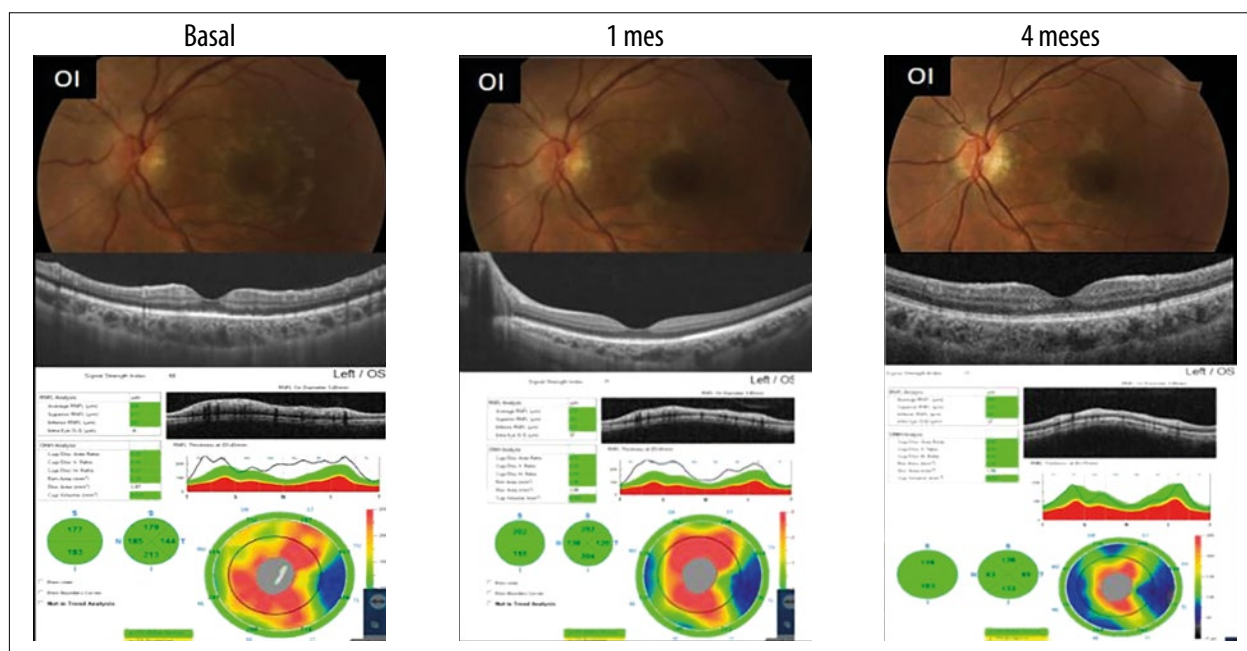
Aspecto del fondo del ojo izquierdo registrado mediante retinografía color y tomografía de coherencia óptica al inicio, al mes y a los 4 meses de haber iniciado el cuadro.
